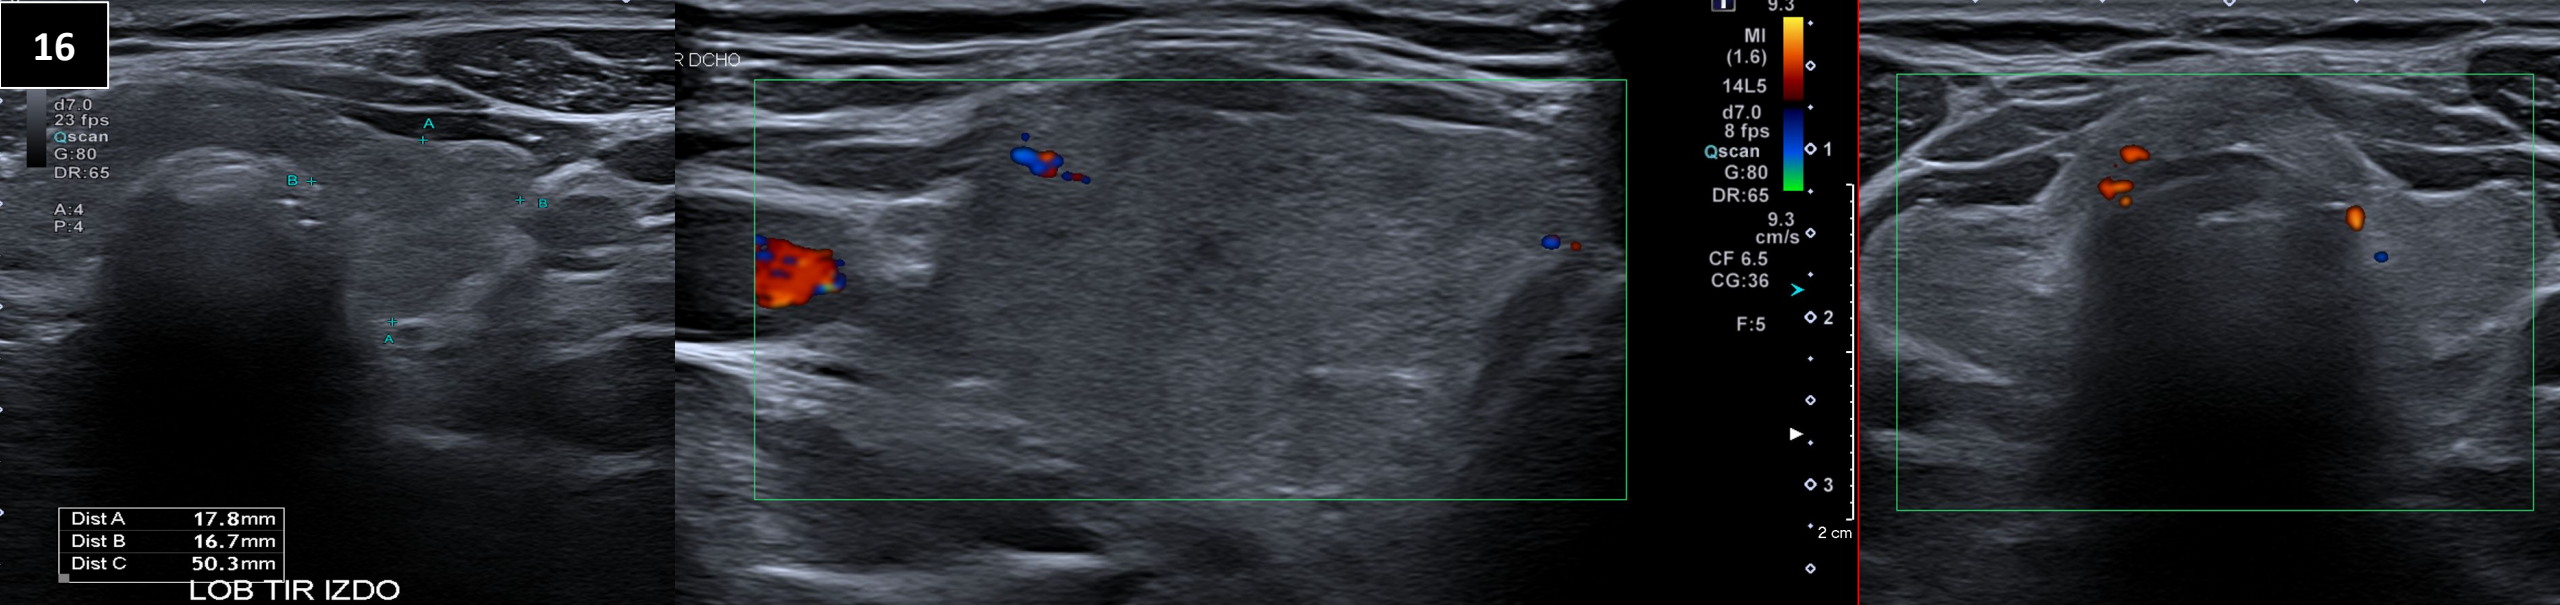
Tiroiditis por amiodarona tipo II. Glándula tiroidea de tamaño en los límites superiores de la normalidad, de ecogenicidad discretamente heterogénea, hipoecoica. No observamos lesiones focales nodulares sólidas. Al estudio Doppler presenta una disminución difusa de su vascularización.
